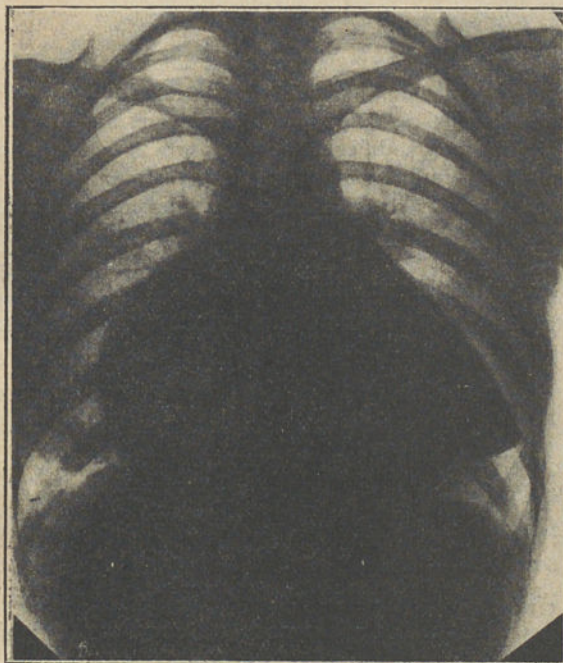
Teleradiografia frontal
